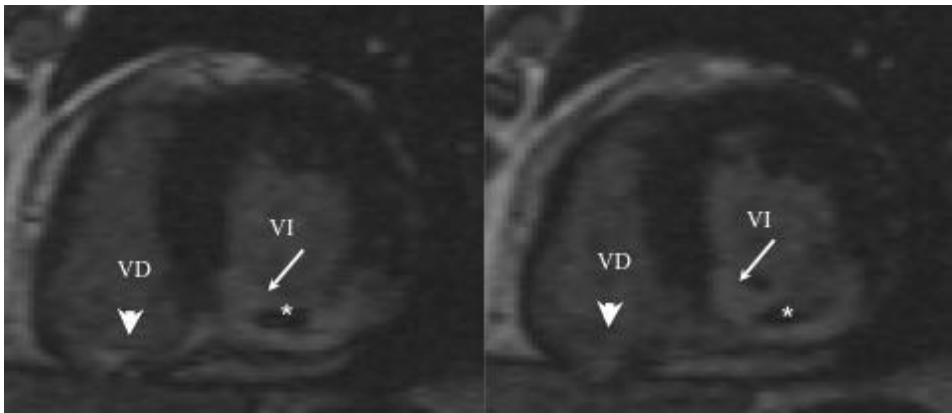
Imágenes de resonancia magnética cardíaca de dos cavidades eje corto, de secuencias potenciadas en T2, que muestran una extensa área en riesgo (miocardio hiperintenso) en segmentos inferiores tanto de ventrículo derecho (punta de flecha) como en ventrículo izquierdo (flecha). Abreviaturas: VD: Ventrículo derecho, VI: Ventrículo izquierdo.
